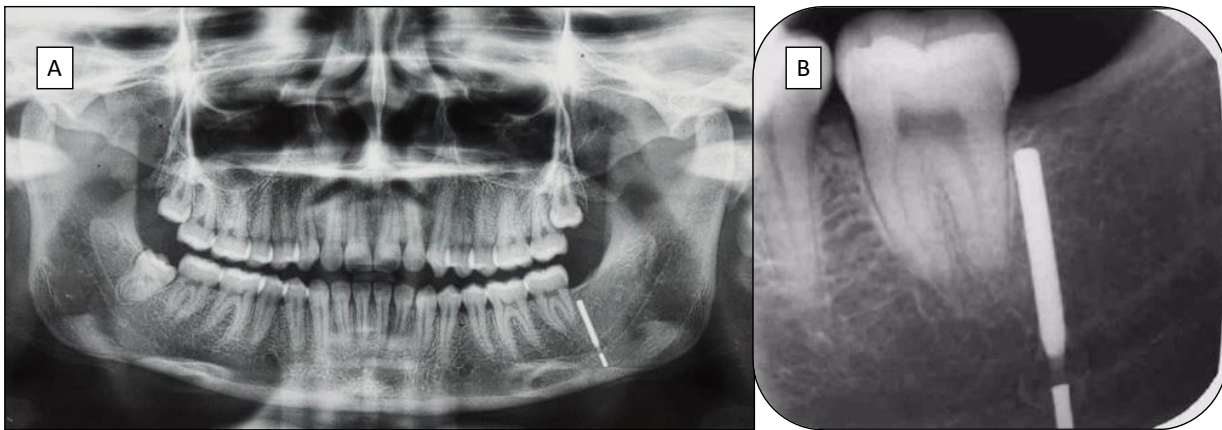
A: Radiografía panorámica. B: radiografía periapical; se observan el cuerpo extraño separado en dos segmentos. Panoramic radiograph. B: periapical radiography; the foreign body separated into two segments is observed.
